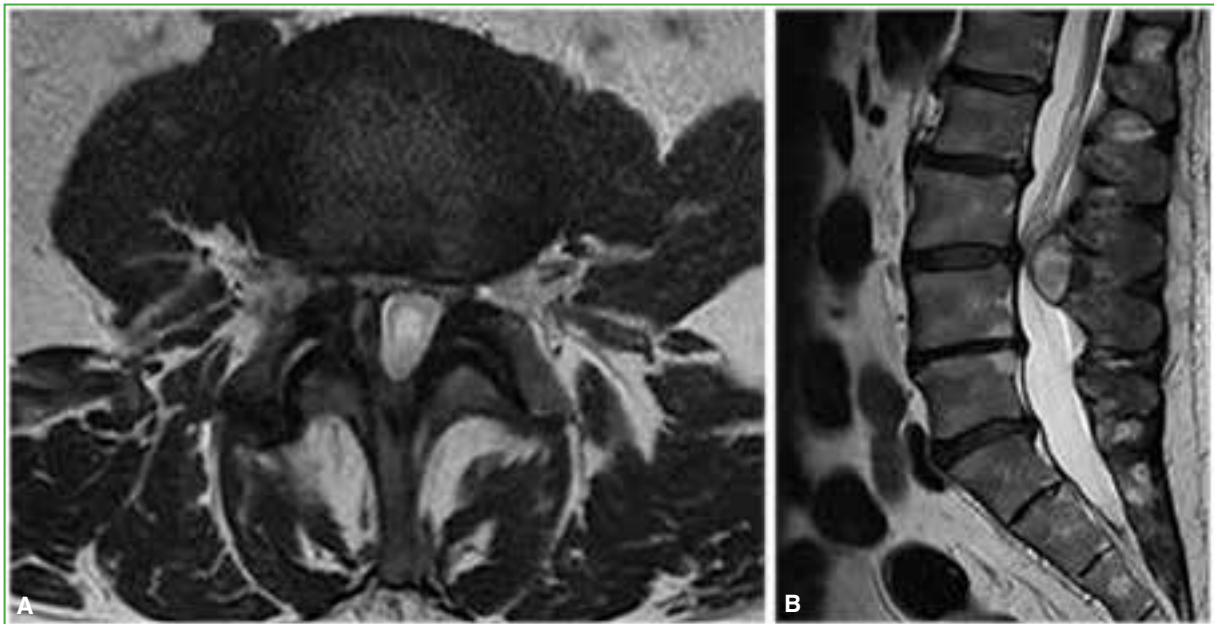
Resonancia magnética de columna lumbosacra, con contraste, en secuencia T2. A. Corte axial. B. Corte sagital.
